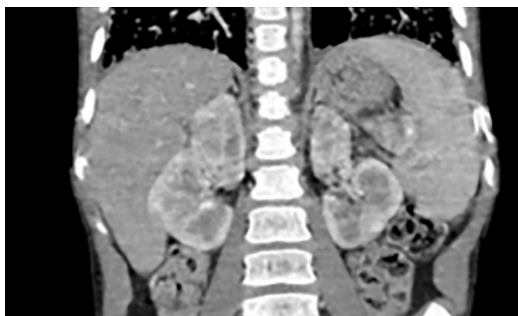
TC de cráneo, cuello, tórax, abdomen y pelvis c/c endovenoso, ventana abdominal, agosto del 2023.
